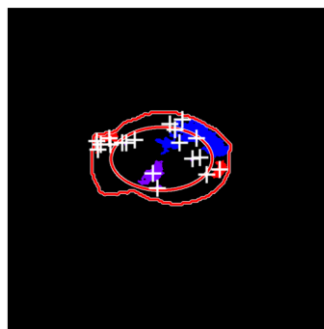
Ecografia 0166 sonda Samsung. In blu è visibile l'area eliminata secondo la metrica appena descritta.
